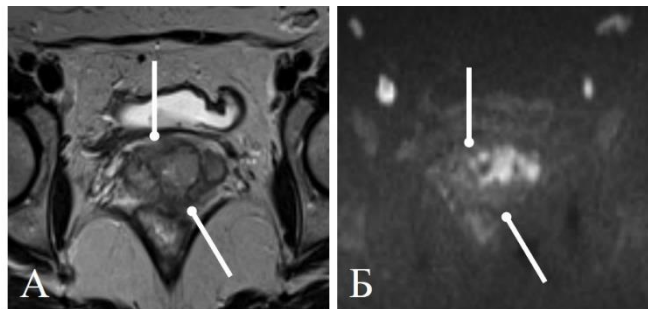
Сомнительная инвазия параметрия. На T2ВИ (А) отмечается тяжесть и дополнительный компонент в переднем и заднем параметрии (стрелки), не ограничивающий диффузию (Б)
